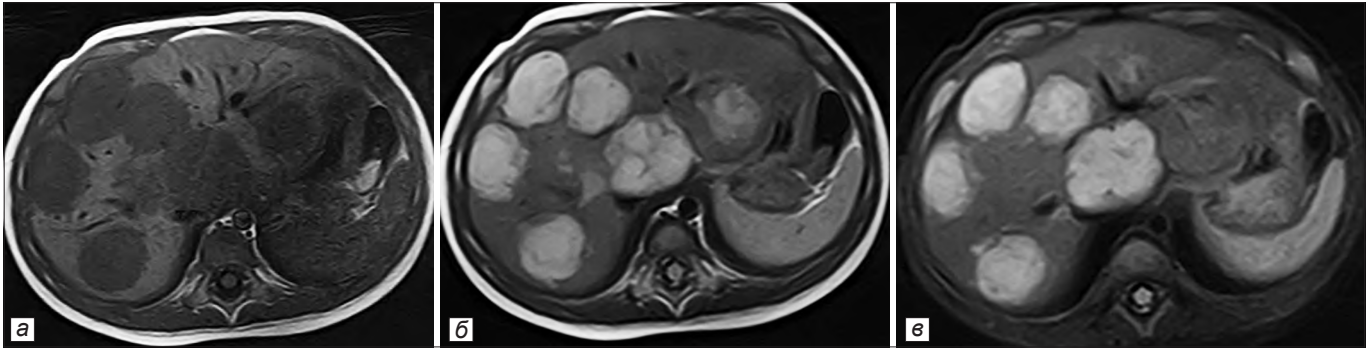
МРТ картина мультифокальной гемангиомы печени: а – T1; б – T2; в – T2 STIR.
